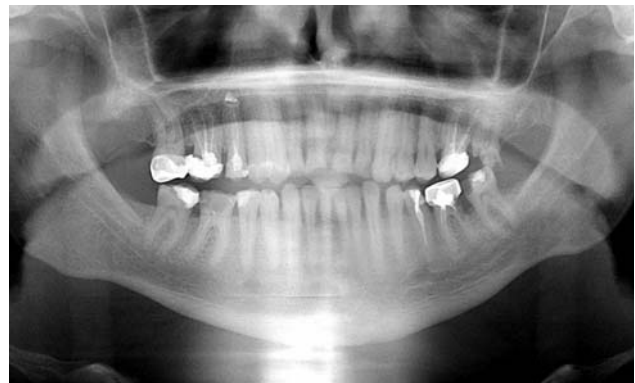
Панорамна рентгенограма пацієнта Д. 1972 р. н. Відмічаються невідповідність меж і порушення крайового прилягання одиночних коронок 1.7; 1.6; 2.6; 3.6 зубів. Як наслідок, утворення карієсу кореня та кісткової кишені у 3.6 зубі.
